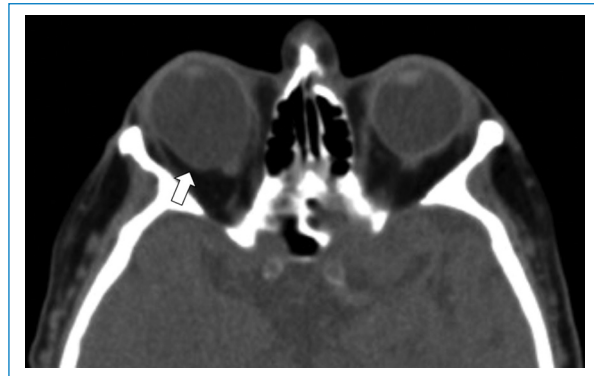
Paciente con antecedente de miopía. TC sin medio de contraste en plano axial y ventana para tejidos blandos que muestra aumento del diámetro anteroposterior de ambos globos oculares por macroftalmia bilateral, con adelgazamiento escleral temporal al disco óptico en el globo ocular derecho por estafiloma posterior (flecha).
